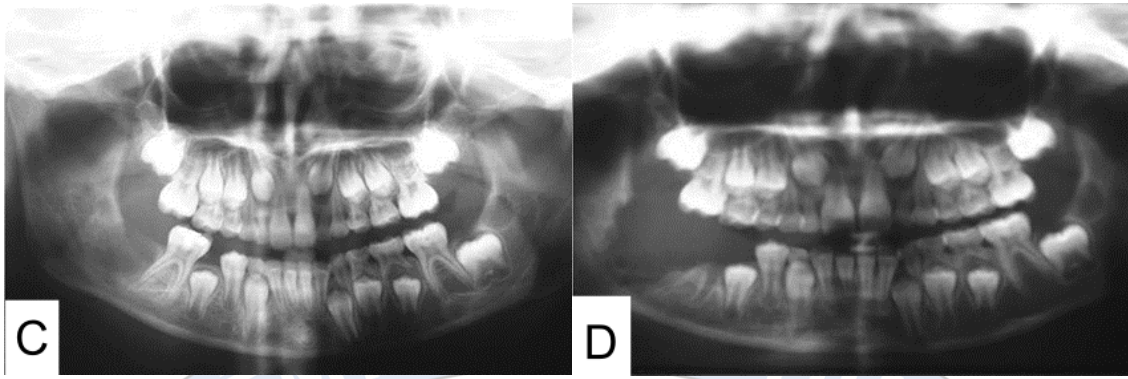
Carcinossarcoma Odontogênico. A: grande massa lobulada de tecido mole, coloração arroxeada localizada em mandíbula à direita, flutuante e com sintomatologia álgica. B: avaliação histopatológica de um Carcinossarcoma odontogênico. Observa-se os componentes epitelial e mesenquimal malignos. Coloração HE, aumento 10x. C: radiografia panorâmica. É possível observar a lesão radiolúcida na mandíbula à direita, distal ao primeiro molar. D: radiografia panorâmica mostra lesão recidivante, que havia sido tratada inicialmente com curetagem. Nota-se extensa área radiolúcida, com destruição das corticais ósseas, sem margens definidas. Fonte: Chikosi *et al.*, 2011.
